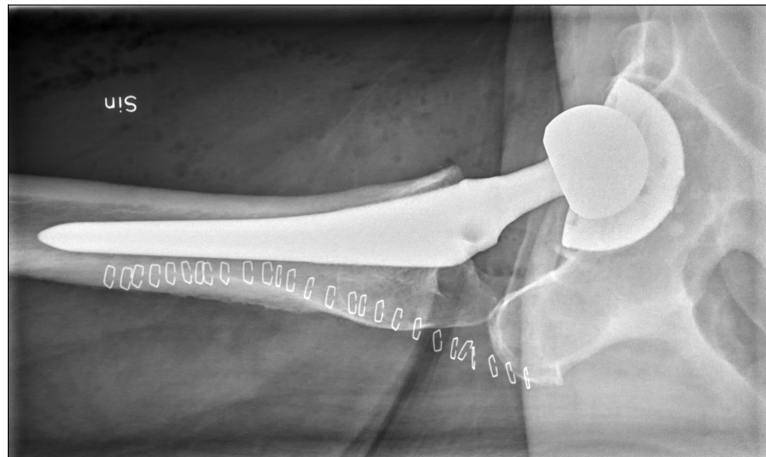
CTL Röntgenaufnahme einer HTEP – Röntgenbild ursprünglich veröffentlicht unter der CC0 1.0 Lizenz (<https://creativecommons.org/publicdomain/zero/1.0/deed.de>) in Quelle [79]
